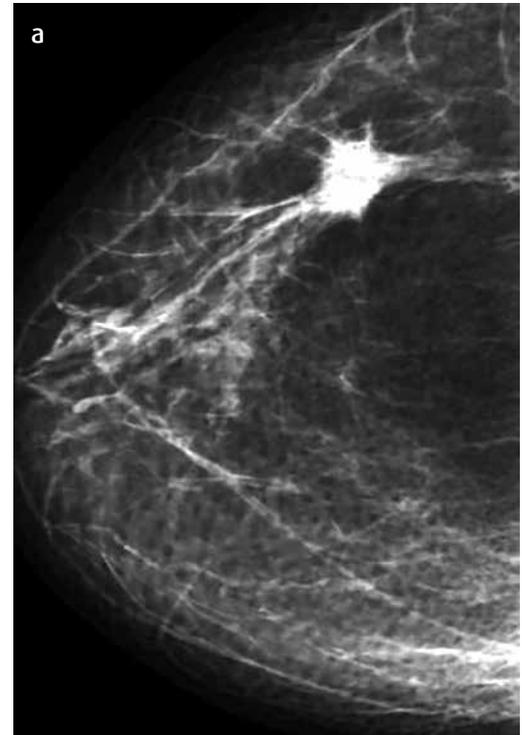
Mujer de 52 años de edad (2012). Mamografía craneo-caudal derecha. a y b) Nódulo espiculado de 18 mm. c) Ultrasonido. Nódulo de 18 mm, espiculado con anillo ecogénico y sombra acústica. Estudio anatomopatológico compatible con carcinoma ductal infiltrante.
